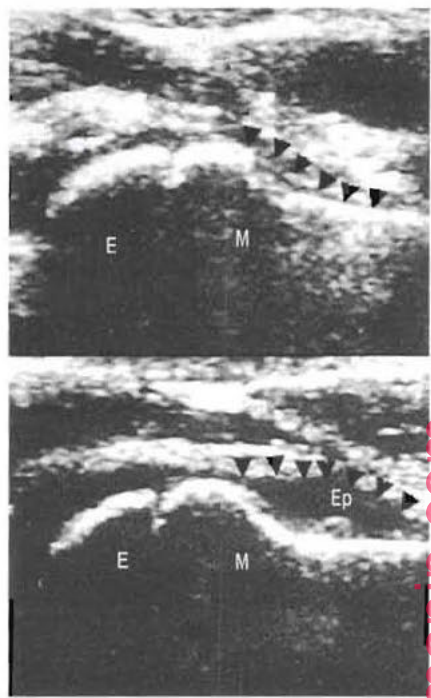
Synovite transitoire de hanche. Échographie de hanche d'un enfant, dans le plan sagittal. Sur les deux images, la corticale de l'épiphyse (E) et de la métaphyse (M) a un aspect hyperéchogène normal. Les têtes de flèches montrent la capsule ; sur l'image supérieure, celle-ci est concave le long du col fémoral (cliché normal) ; sur l'image inférieure, cette ligne est convexe avec présence d'un épanchement artériel anéchogène (avec l'aimable autorisation du Dr. R. Green).
